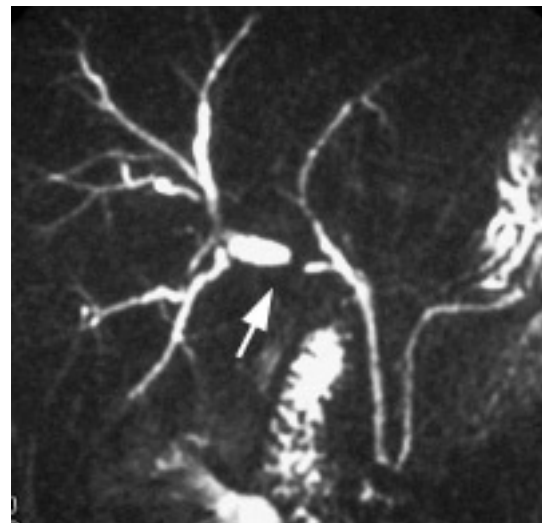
CP-IRM : dilatation des voies biliaires en amont d'une ligature accidentelle postcholécystectomie d'un canal hépatique droit aberrant (flèche), (séquence SS-FSE, coupe frontale de 20 mm d'épaisseur, TE eff 800 msec).
